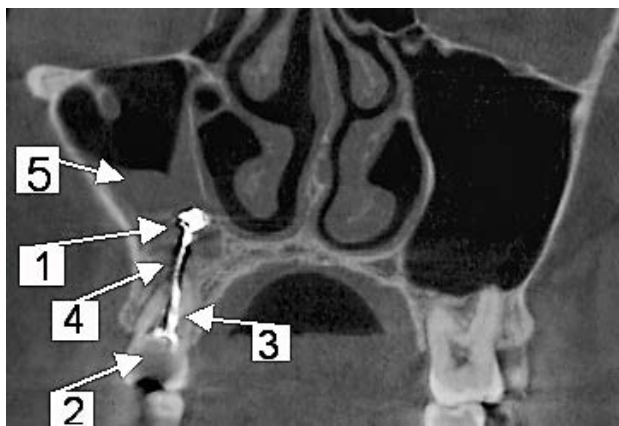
Снимок фронтального среза конусно-лучевой компьютерной томограммы верхней челюсти пациента со смешанной формой ятрогенного верхнечелюстного синусита справа. В проекции правого верхнечелюстного синуса определяется инородное тело – корневой герметик (1). Обнаружен «причинный» зуб (2) с признаками эндодонтического вмешательства – выявлена тень корневого герметика (3). Тень корневого герметика в периодонте «причинного» зуба (4). Отек слизистой оболочки на дне синуса частично переходит на внутреннюю стенку (4)
